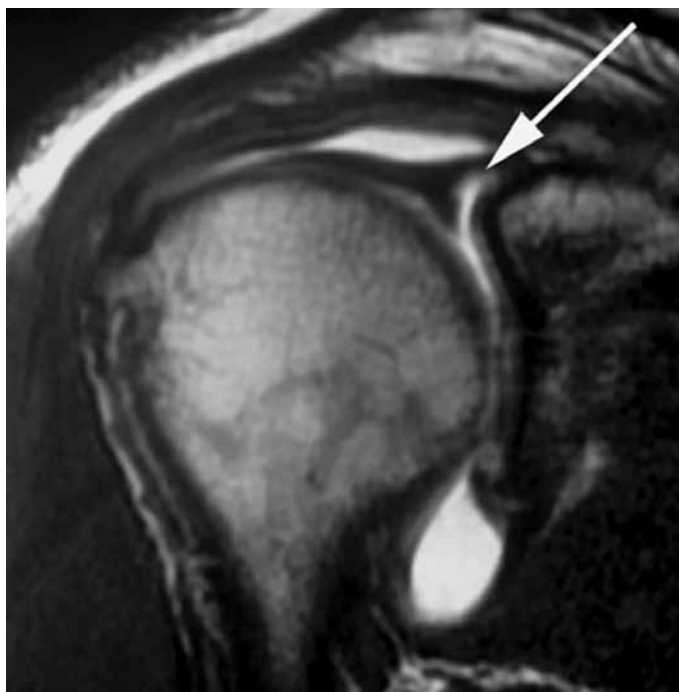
Imagem mostrando corte coronal de artroressonância magnética do ombro direito de um paciente com lesão do lábio glenoidal superior (seta branca).
